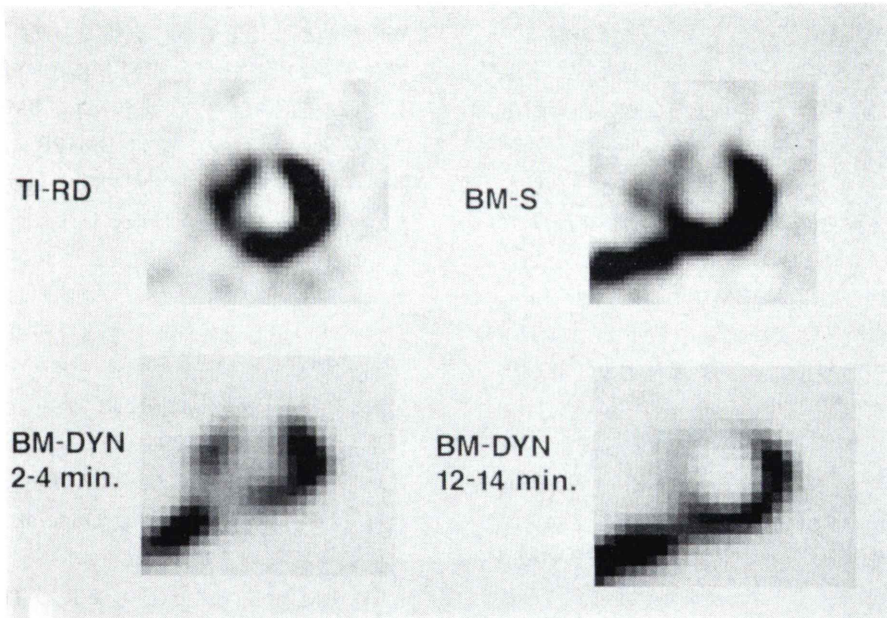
Short axis slices of 65 year-old male with anterior and septal myocardial infarction. Static SPECT with BMIPP (BM-S) showed reduced radioactivity in septal wall compared with delayed image from stress ²⁰¹Tl SPECT (TI-RD). The septal radioactivity in 2-4 min image of dynamic BMIPP SPECT (BM-DYN) was diminished in 12-14 min image.
